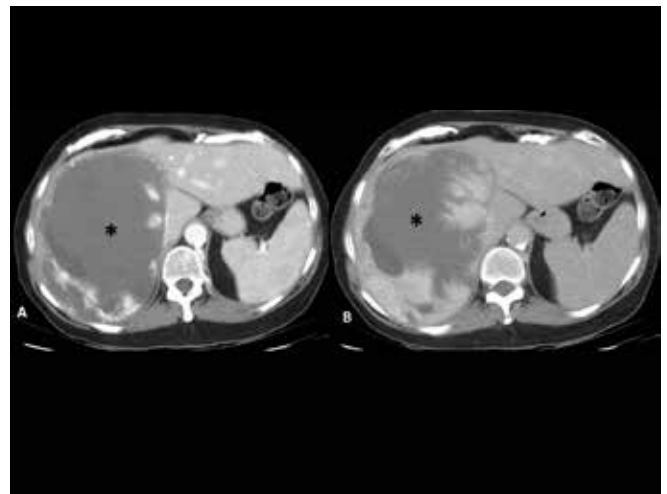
Imagen axial de TC con contraste iv en fase venosa (A) y tardía (B). Se observa un realce progresivo centrípeto, con área central hipodenuante persistente (*), compatible con área de cicatriz central.
